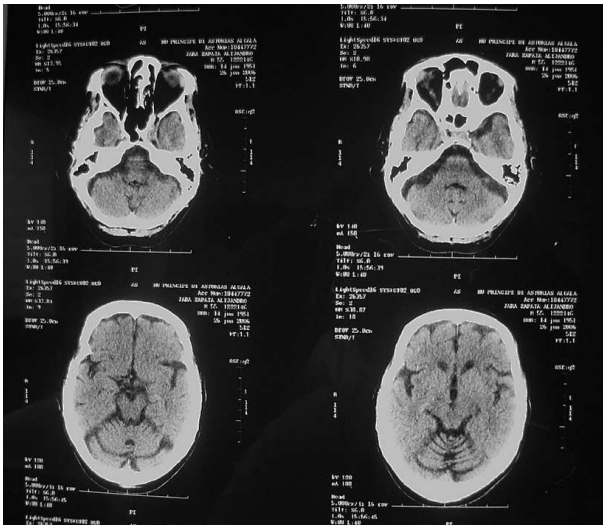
Tomografía axial computarizada craneal.
